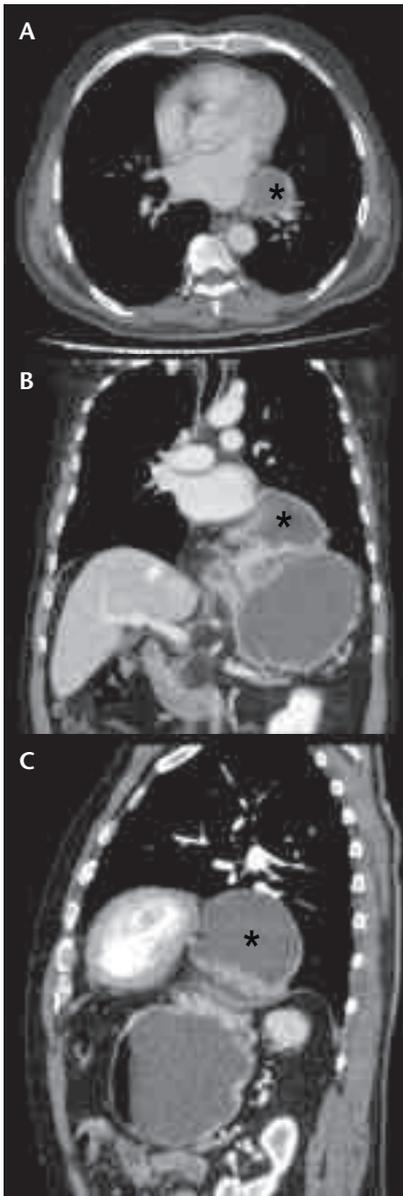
Tomografía computarizada toracoabdominal: hernia paraesofágica gigante que incluye antro gástrico (asteriscos), secundaria a volvulación gástrica con rotación sobre su eje mesentérico axial corto. Dado su tamaño comprime la aurícula y el ventrículo izquierdos. El *fundus* y cuerpo gástrico permanecen en cavidad abdominal. A) Corte axial. B) Corte coronal. C) Corte sagital.
